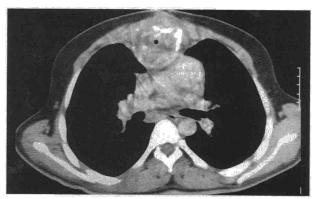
TAC torácica: Se aprecia importante tumefacción y destrúcción esternal con afectación intra y extratorácica.
